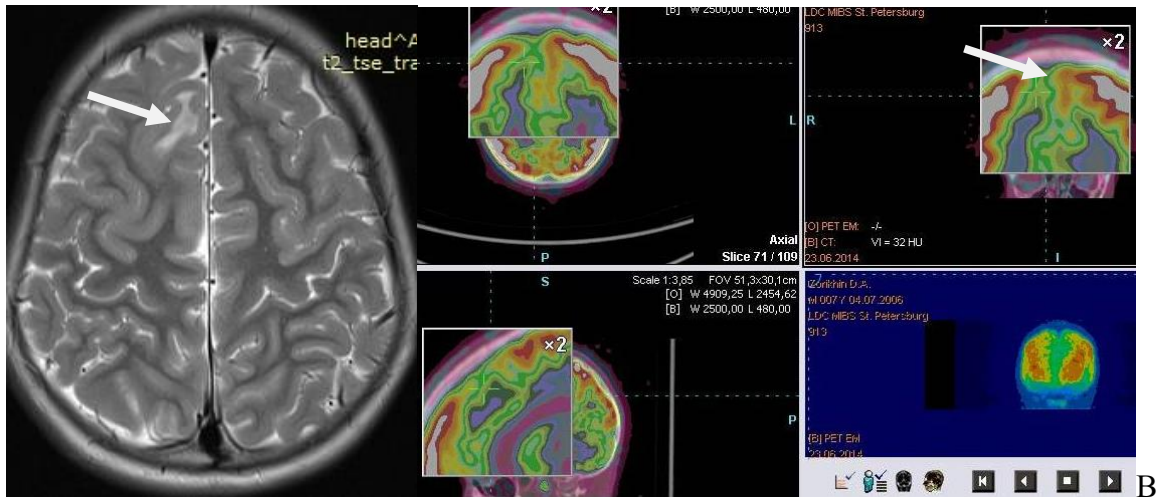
(В) – ПЭТ больного Х., 9 лет (В). Ист. б. №2762-11. ФКД правой лобной доли. Гипометаболизм глюкозы.
